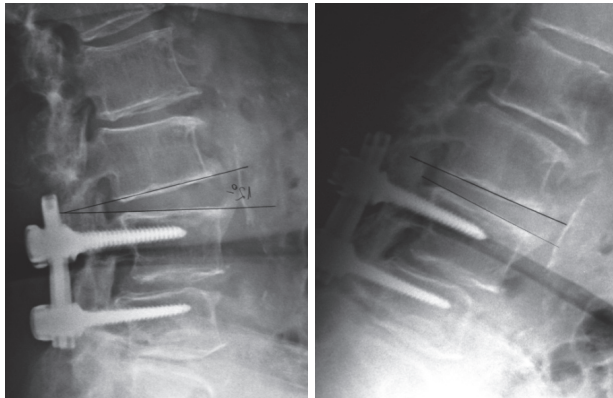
Inestabilidad de Segmento Supraadyacente vistas en radiografías laterales dinámicas de columna
